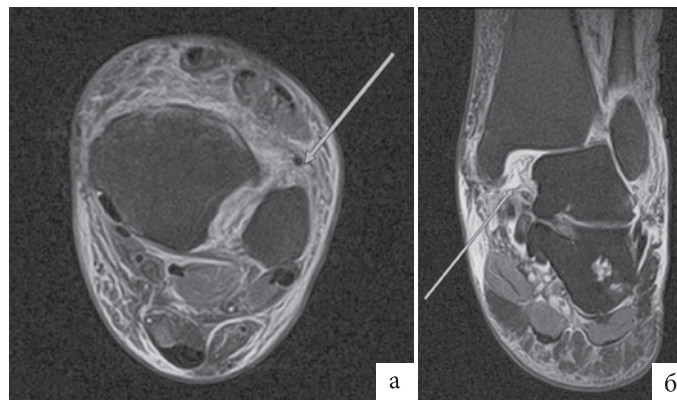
МРТ-диагностика голеностопного сустава
